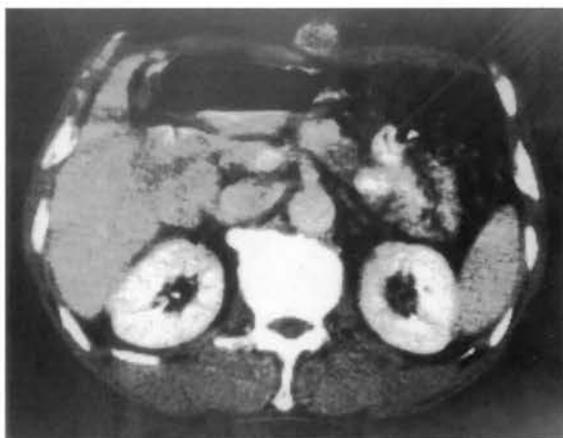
CT (with CE) shows a subcutaneous metastasis in the upper abdomen.
